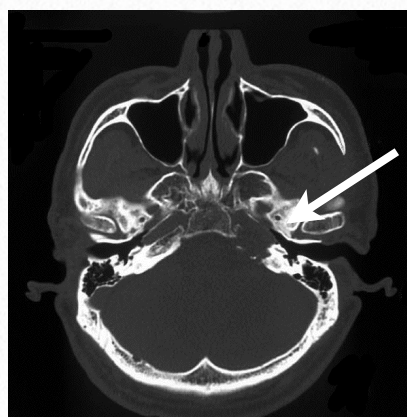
症例4・術前頭部CT：左椎体骨先端部が腫瘍で破壊されている。
